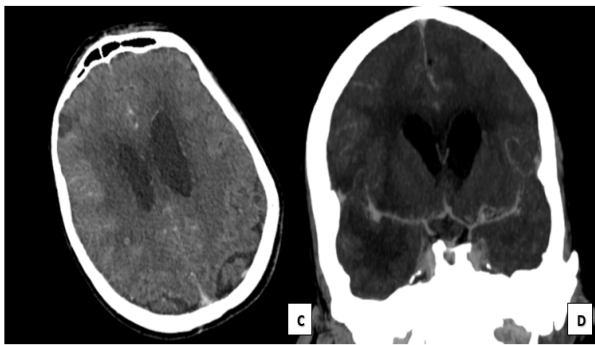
TDM cérébrale avec injection du produit de contraste, coupes axiales : montre un rehaussement annulaire des nodules décrites sur le C- (C) et un rehaussement irrégulier micronodulaire des méninges au niveau des vallées sylviennes plus marquée du côté droit (D)
